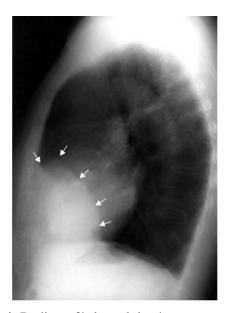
Radiografía lateral de tórax con presencia de masa en ángulo cardiofrénico retroesternal.
